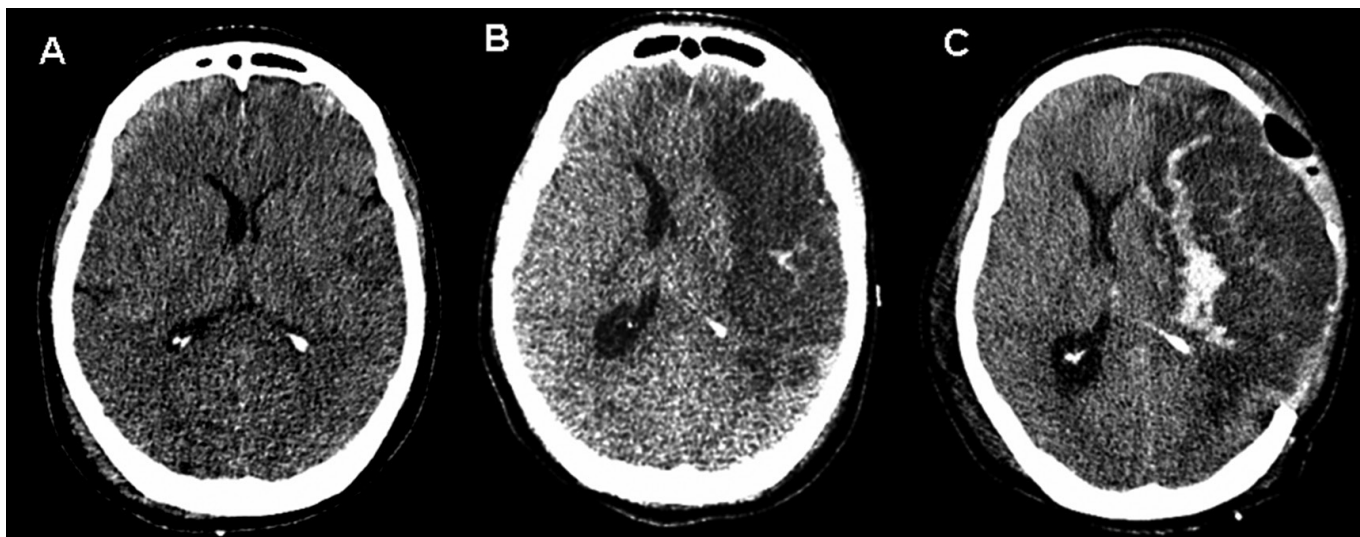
A) Tomografia de crânio inicial com pequena assimetria de ventrículos laterais denotando edema encefálico provavelmente decorrente de isquemia. B) Tomografia de crânio no 5º dia de internação, já sem suporte extracorpóreo, com extenso infarto hemisférico à esquerda. C) Transformação hemorrágica do infarto após craniectomia frontoparietal esquerda.
